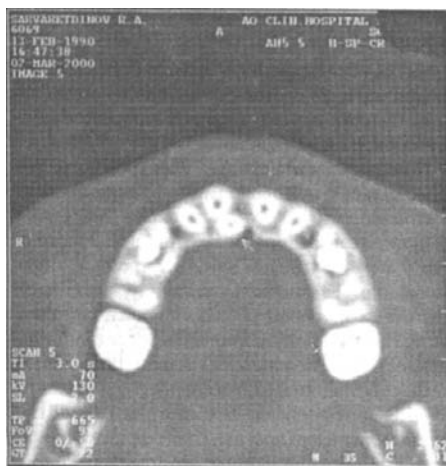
Компьютерная томограмма больного с диастемой.
